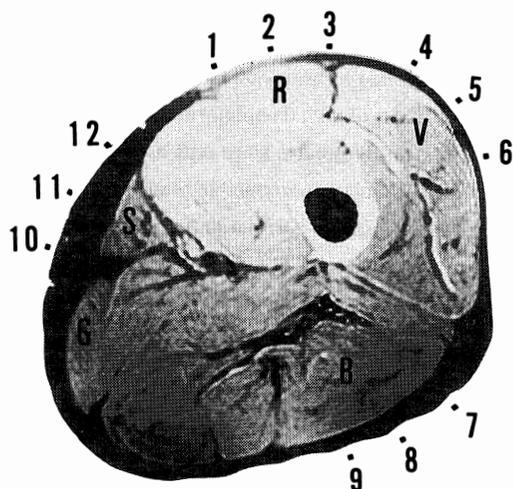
MRI transverse section through the middle of thigh and points hammerd
